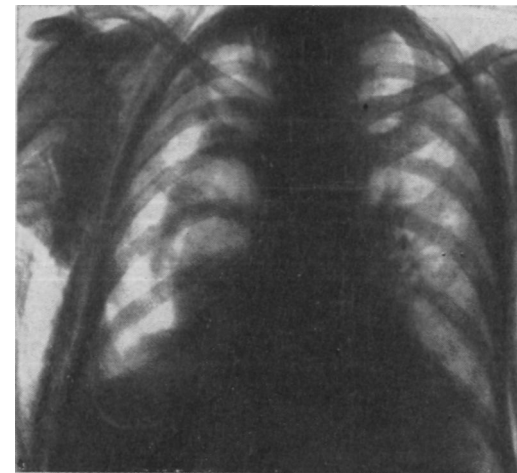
Рентгенограмма больной 3. Правосторонний пневмоторакс и обширная прогрессирующая подкожная эмфизема, развившиеся после пункции плевральной полости
